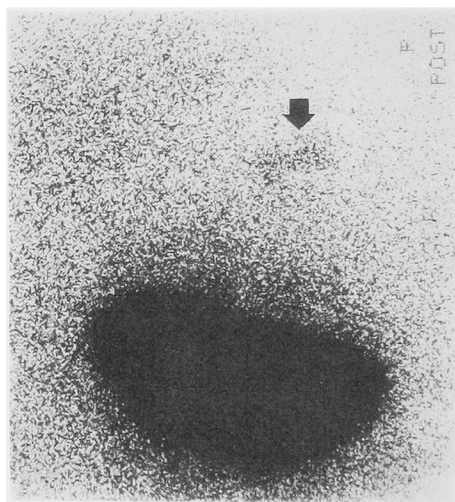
Case 13. DMSA renoscintigraphy showed the right hypoplastic kidney (arrow).
